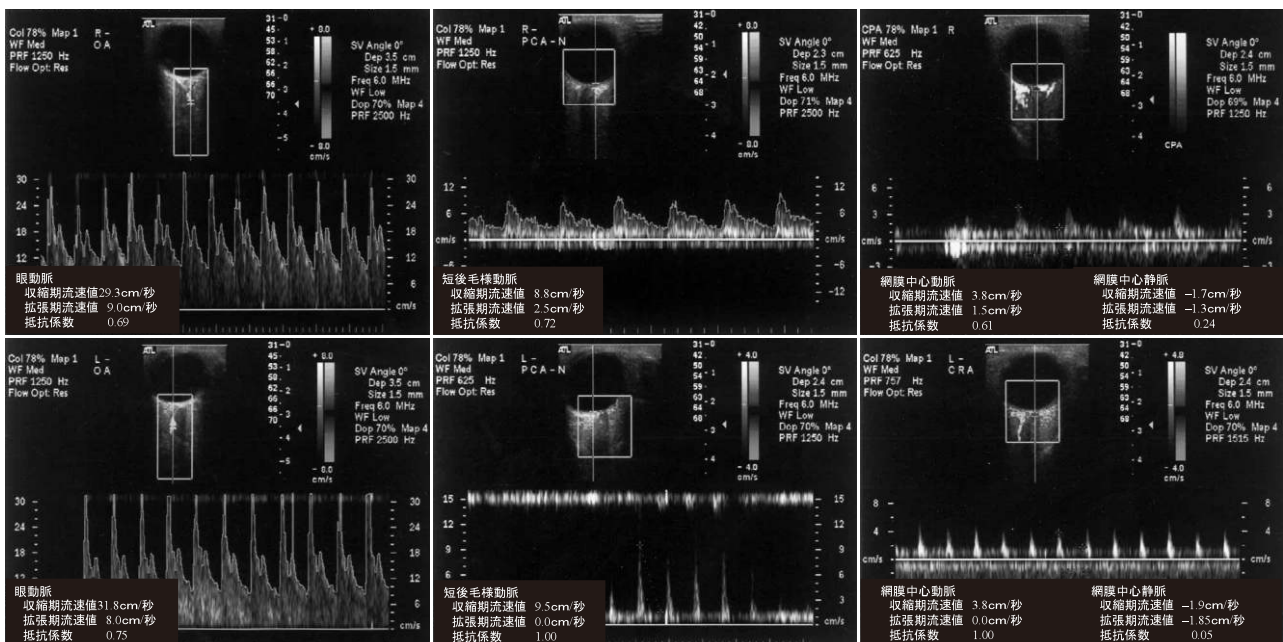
片側性に虹彩ルベオーススを合併した両眼増殖糖尿病網膜症汎網膜光凝固後の患者における眼動脈、短後毛様動脈、網膜中心動脈および網膜中心静脈の超音波血流検査所見。
